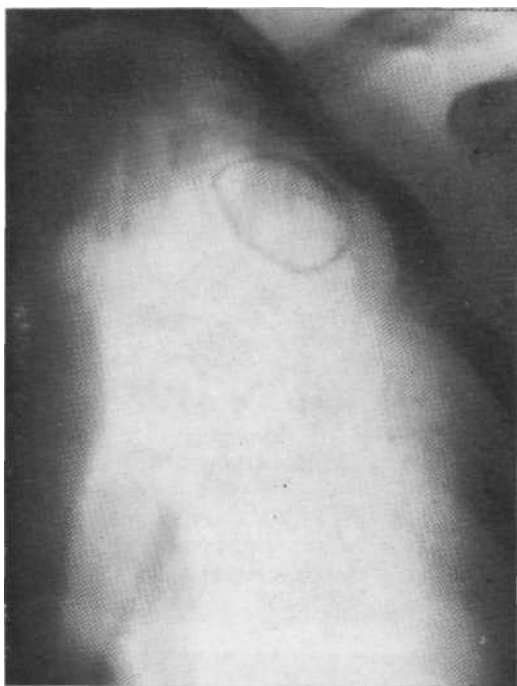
Томограмма в прямой проекции. Очищенная санированная каверна верхней доли. Форма полости неправильно-овальная, стенки тонкие, вокруг нее склероз и мелкие туберкулезные очаги.
